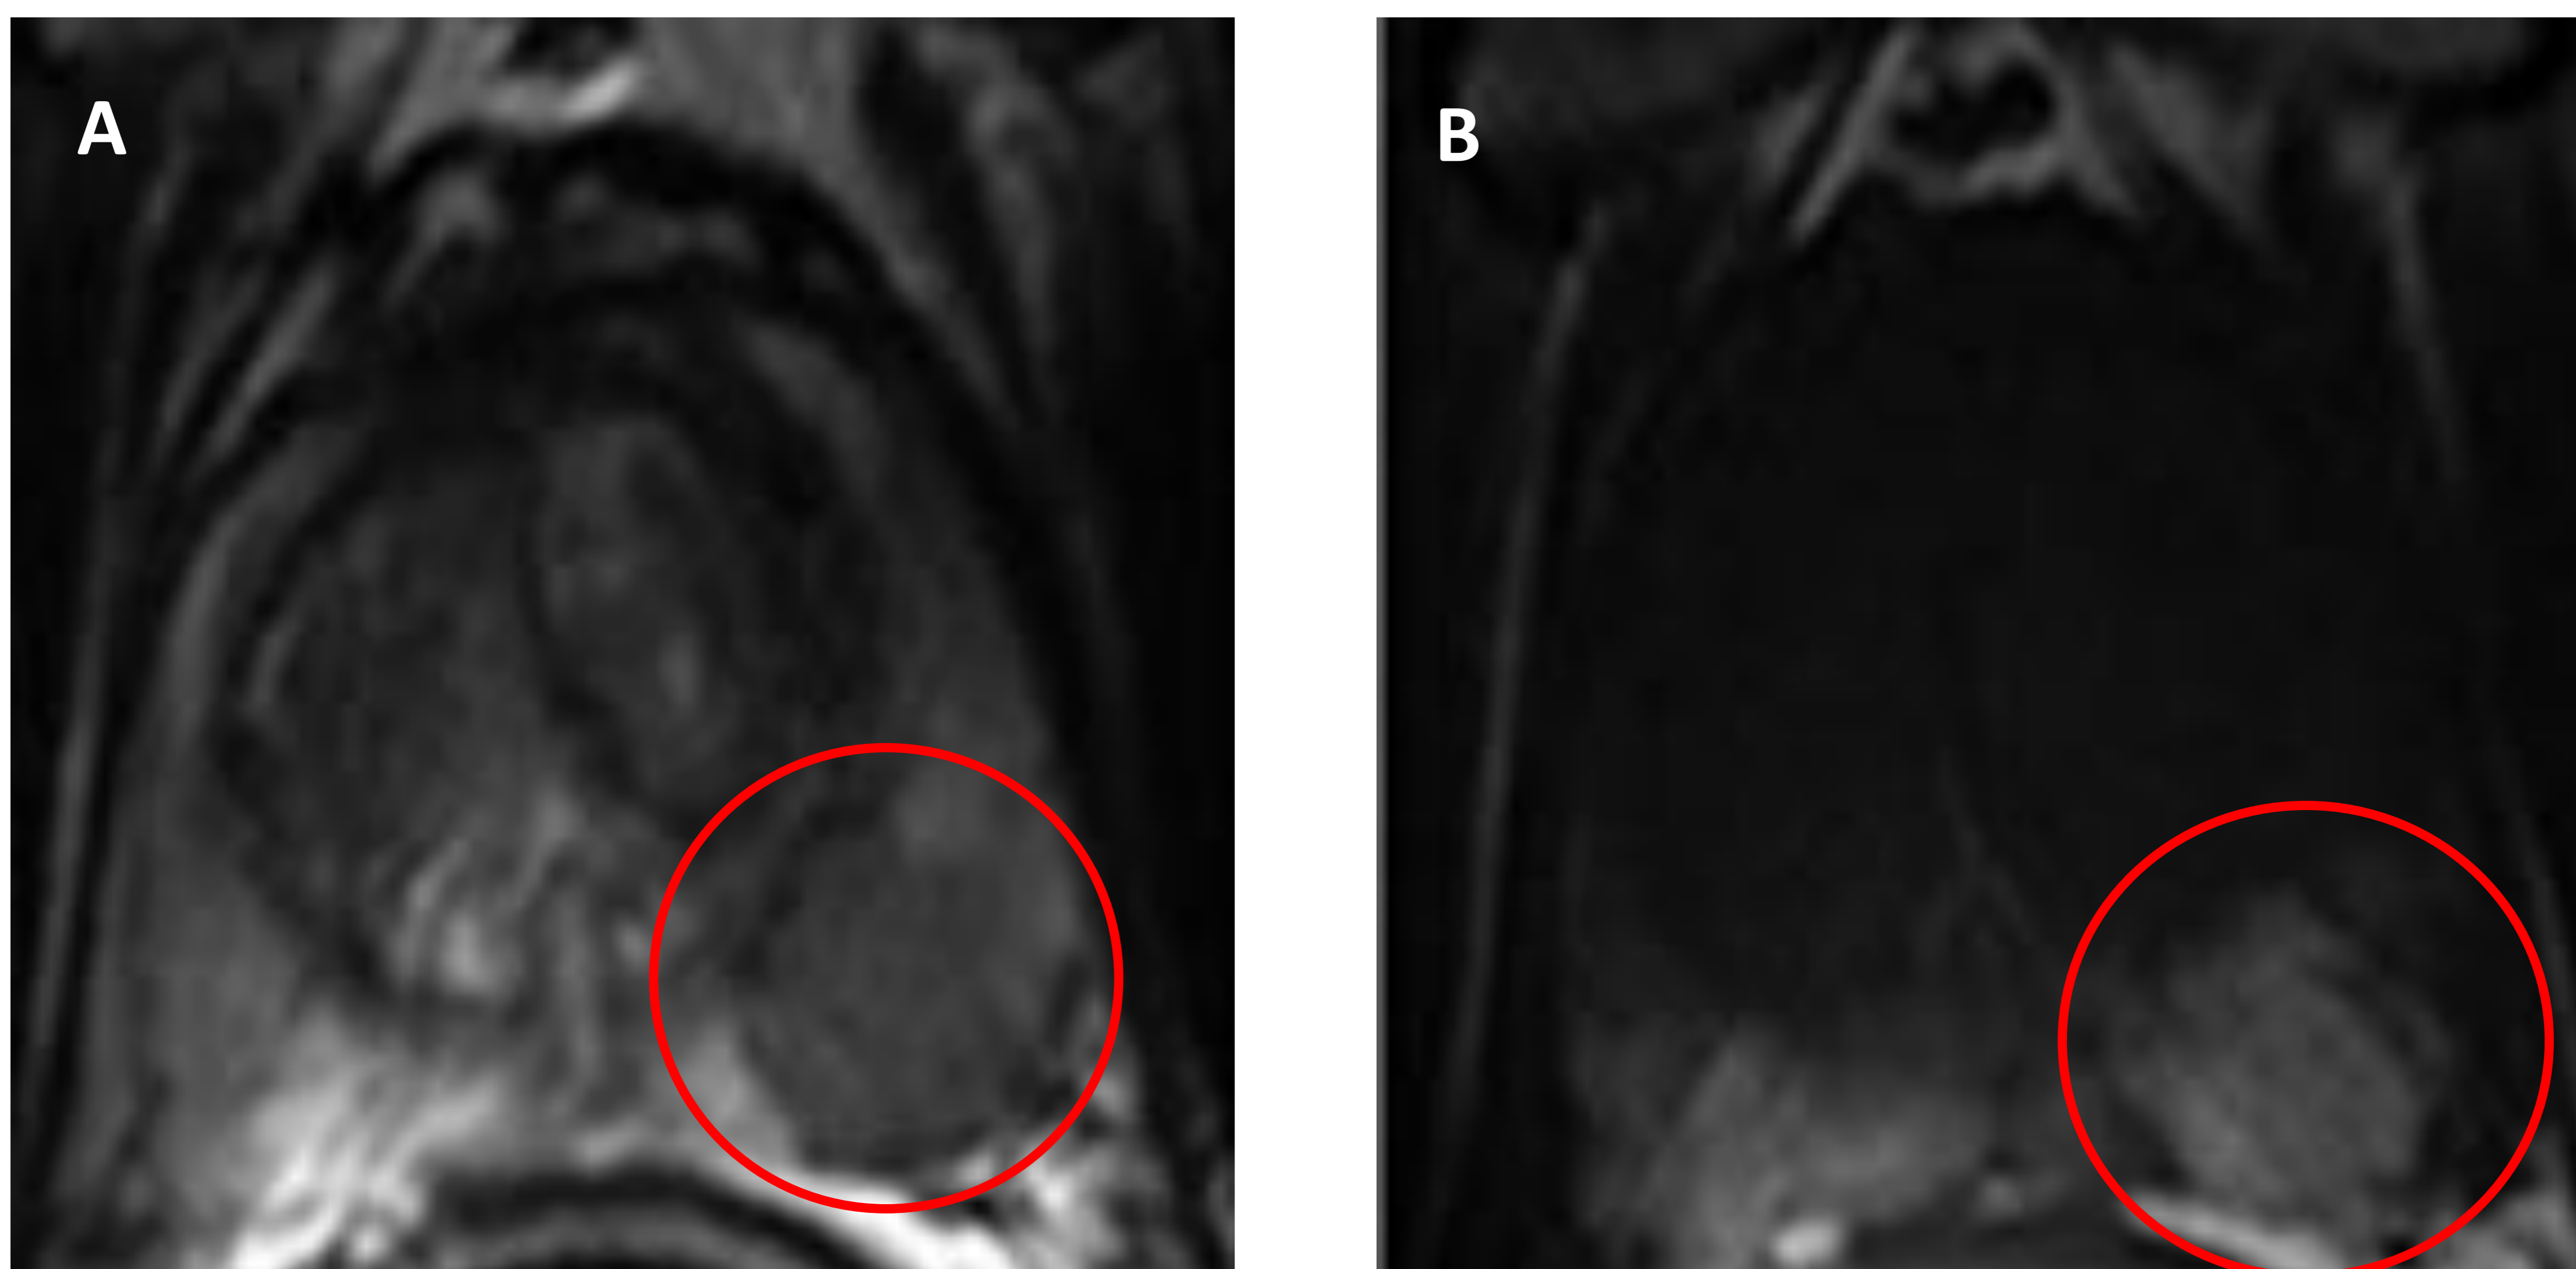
Cortes axiales de RM prostática con secuencias potenciadas en T2 (imagen A) y T1 basal (imagen B). En ambas imágenes se observa una lesión nodular (círculo) situada en la ZP de la base prostática que se muestra hipointensa en la secuencia T2 (imagen A) e hiperintensa en la secuencia T1 basal (imagen B), compatible con zona hemorrágica post-biopsia.
